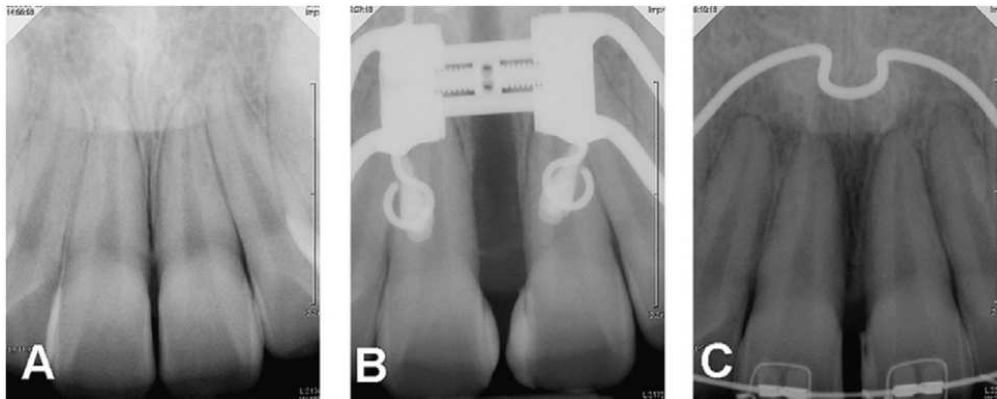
Radiografias periapicais tiradas durante a expansão da maxila. A) Antes da expansão; B) Depois de 4 semanas de expansão; C) após consolidação e alinhamento da arcada aos 6 meses. Imagem retirada de (Lee et al., 2010).
